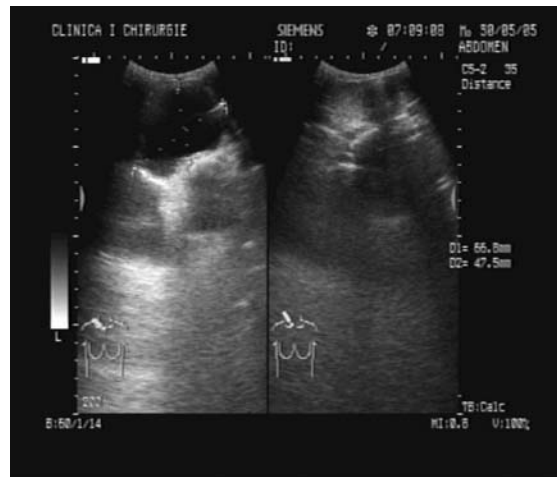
Ecografia cervicală
